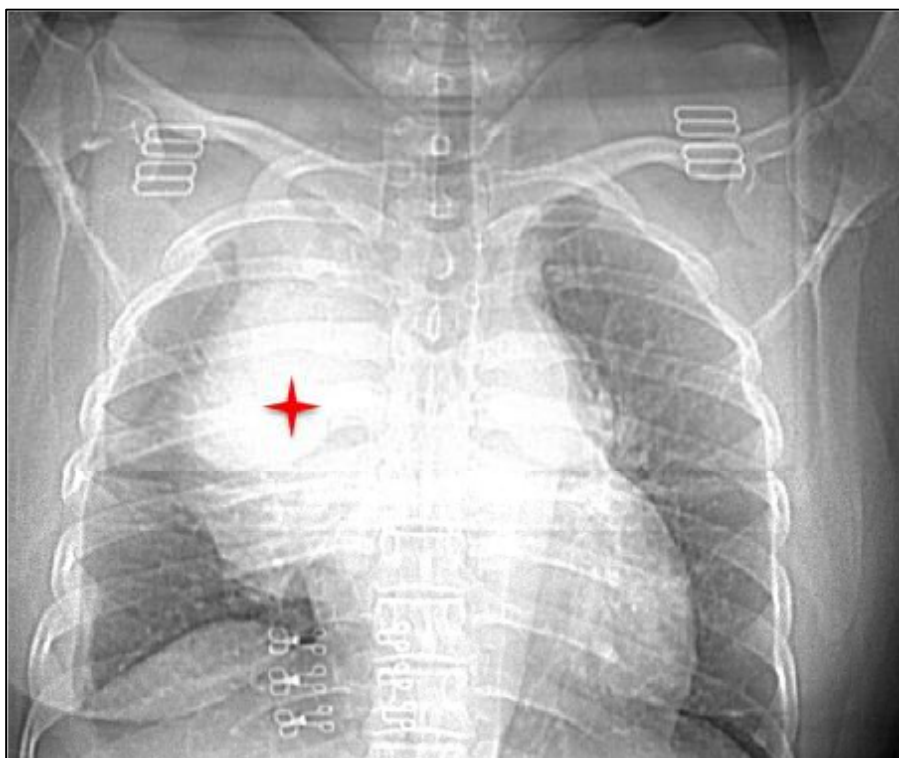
Radiographie thoracique de face montrant une masse du médiastin antérieur supérieur (étoile rouge) (Service de Radiologie CHU Hassan II Fès).
